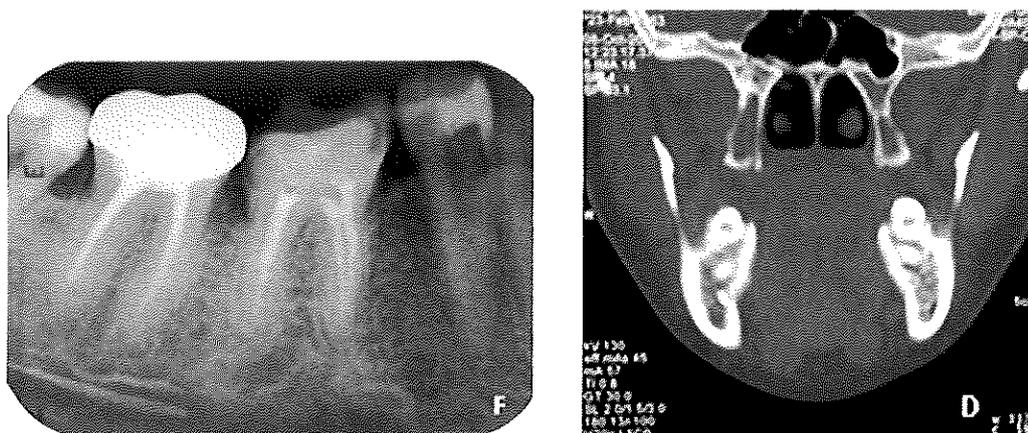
Radiographie rétroalvéolaire péri-apicale et image scannographique de la dent N°37 présentant un dépassement de pâte d'obturation dans le canal mandibulaire, FROES (35).
